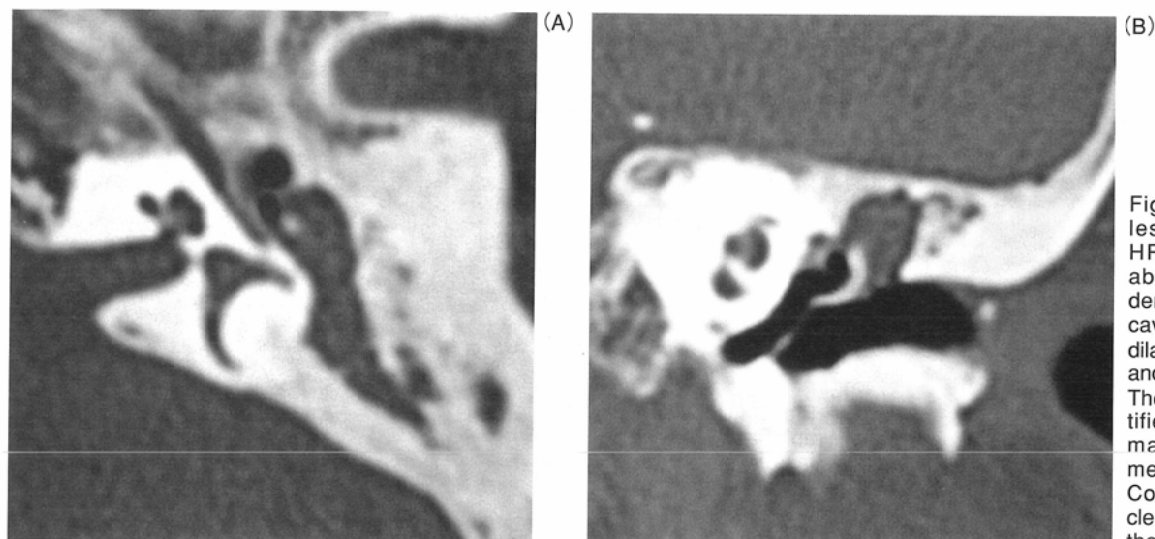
Left attic cholesteatoma. A: Axial HRCT image shows abnormal soft tissue density in the tympanic cavity, especially in the dilated Prussak's space, and the mastoid antrum. The incus can't be identified. The head of the malleus is small and medially displaced. B: Coronal HRCT image clearly shows erosion of the scutum.
